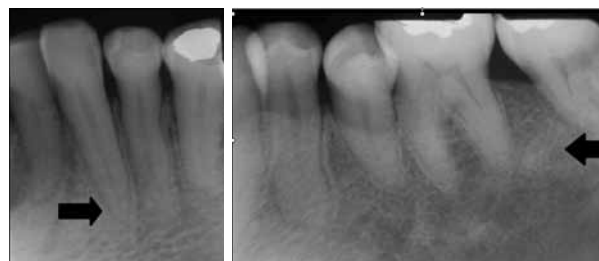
Radiografía Retroalveolar indicando grosor de las corticales.
